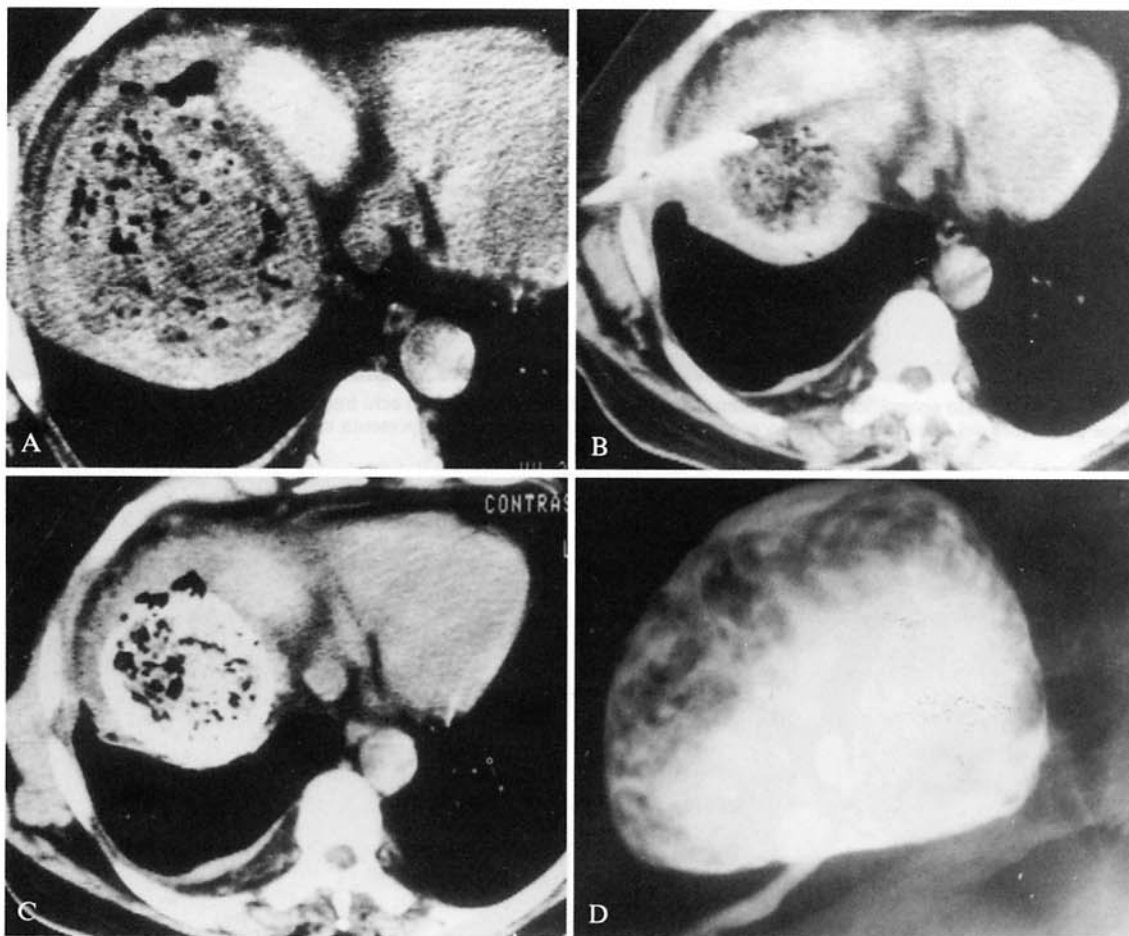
A) TC diretta dopo drenaggio della raccolta: aspetto fortemente organizzato con presenza di areole gassose nel contesto della massa. B, C) Esame TC pre- e post- fistulografia percutanea con mdc iodato: irregolare impregnazione della raccolta con aspetto «a favo d'api». D) Radiogramma diretto della regione ipocondriaca destra: aspetto radiologico della massa impregnata.
